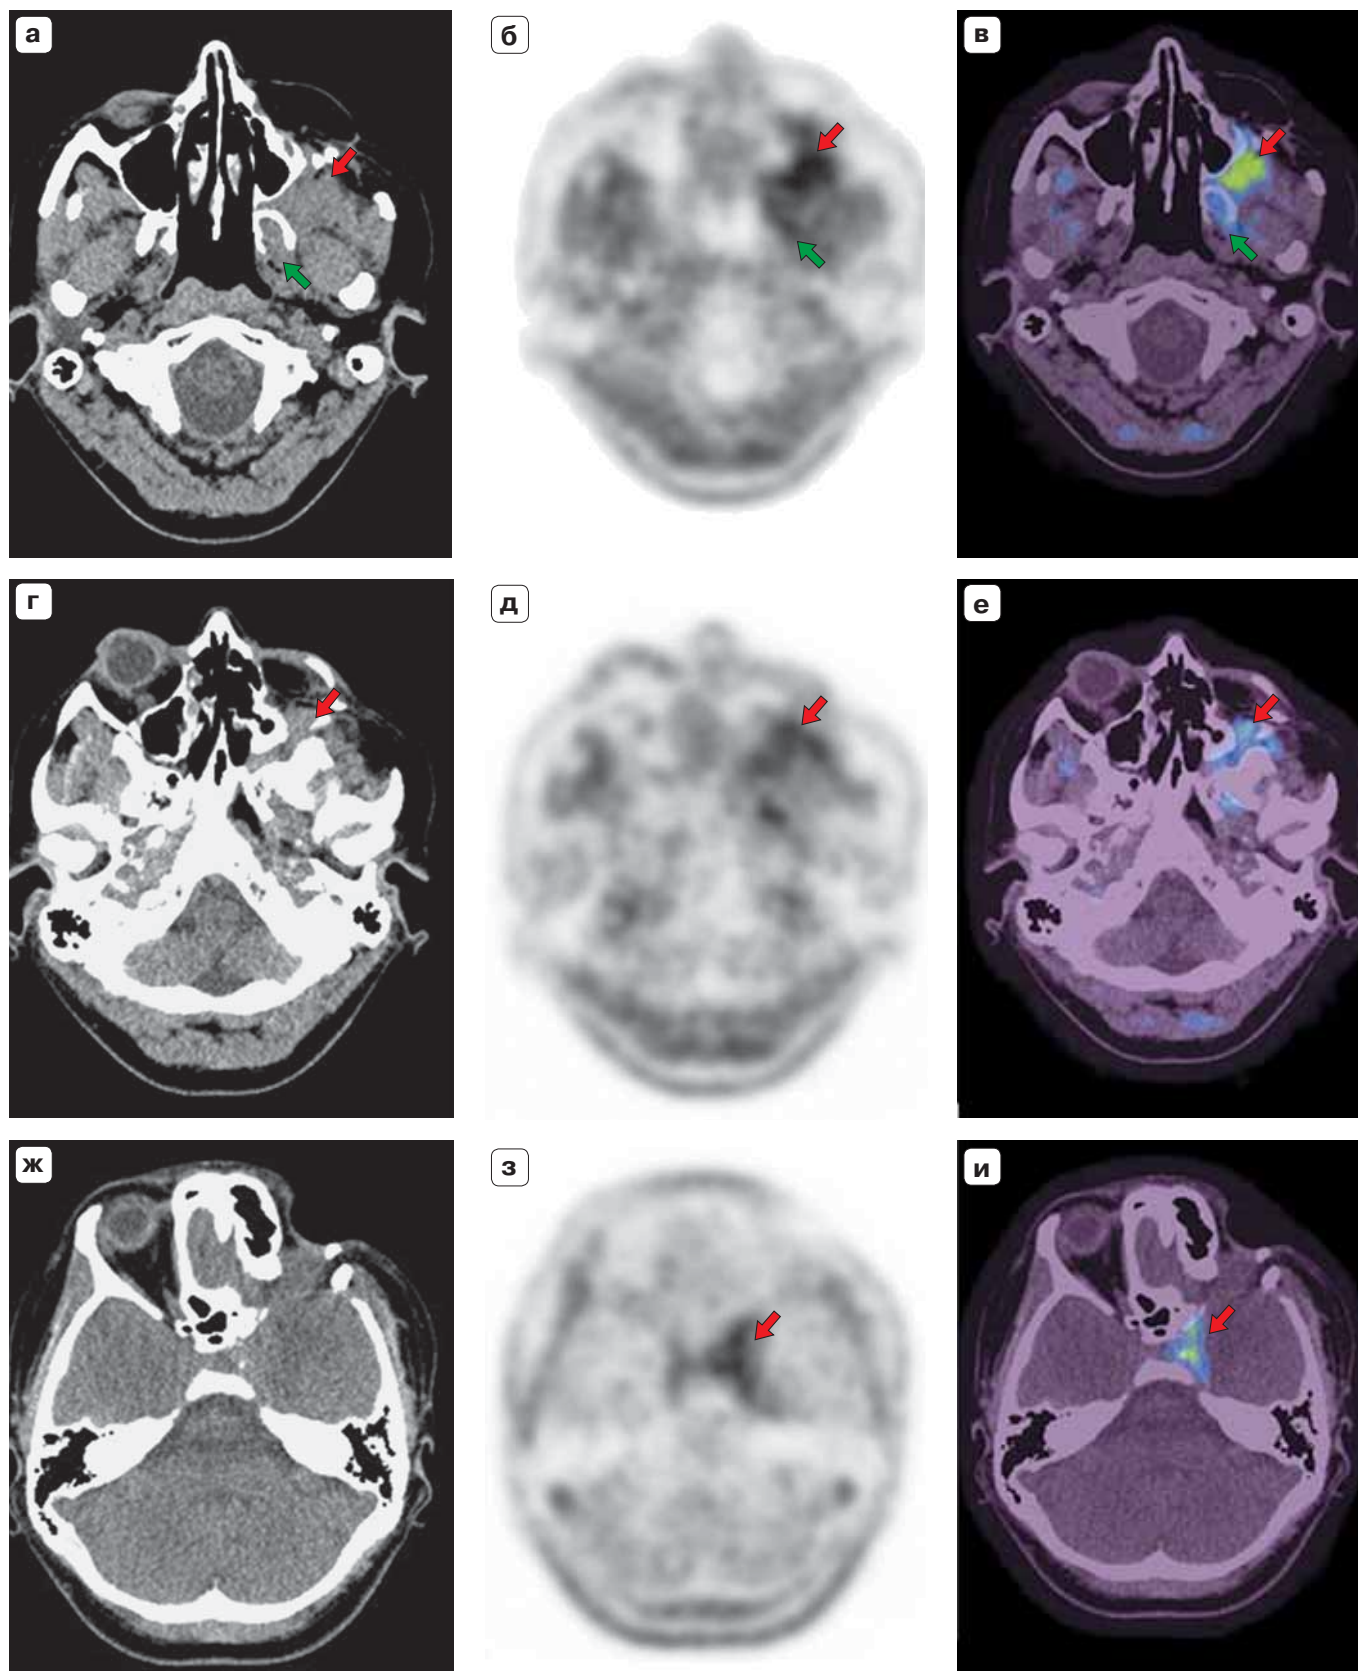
ПЭТ/КТ с ^{18}F -ФЭТ. Меланома, состояние после хирургического лечения, иммунотерапии, рецидив. а, б, в – аксиальные срезы КТ, ПЭТ, ПЭТ/КТ с ^{18}F -ФЭТ: накопление РФЛП в опухолевой ткани в подвисочной ямке с распространением на крылонебную ямку (красные стрелки) и крыловидной ямке (зеленые стрелки); г, д, е – накопление РФЛП в опухолевой ткани в крылонебной ямке; ж, з, и – накопление РФЛП в опухолевой ткани интракраниально в области кавернозного синуса с распространением на область турецкого седла.
